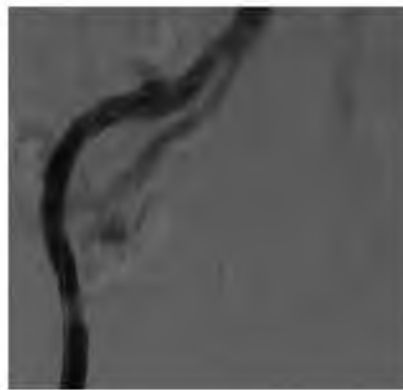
Рентгеноконтрастная ангиограмма. Тот же пациент.
